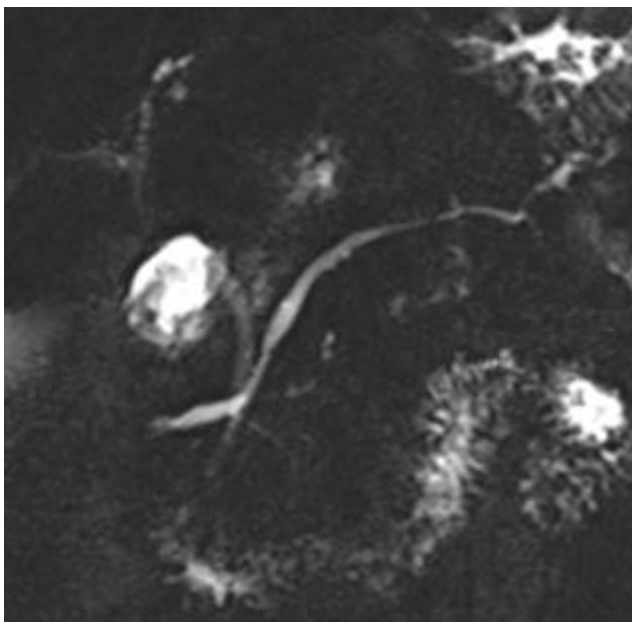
Magnetic resonance cholangiopancreatographic findings of pancreas divisum. Prominent dorsal pancreatic duct is crossing the common bile duct. Also, ventral duct is atrophic.
